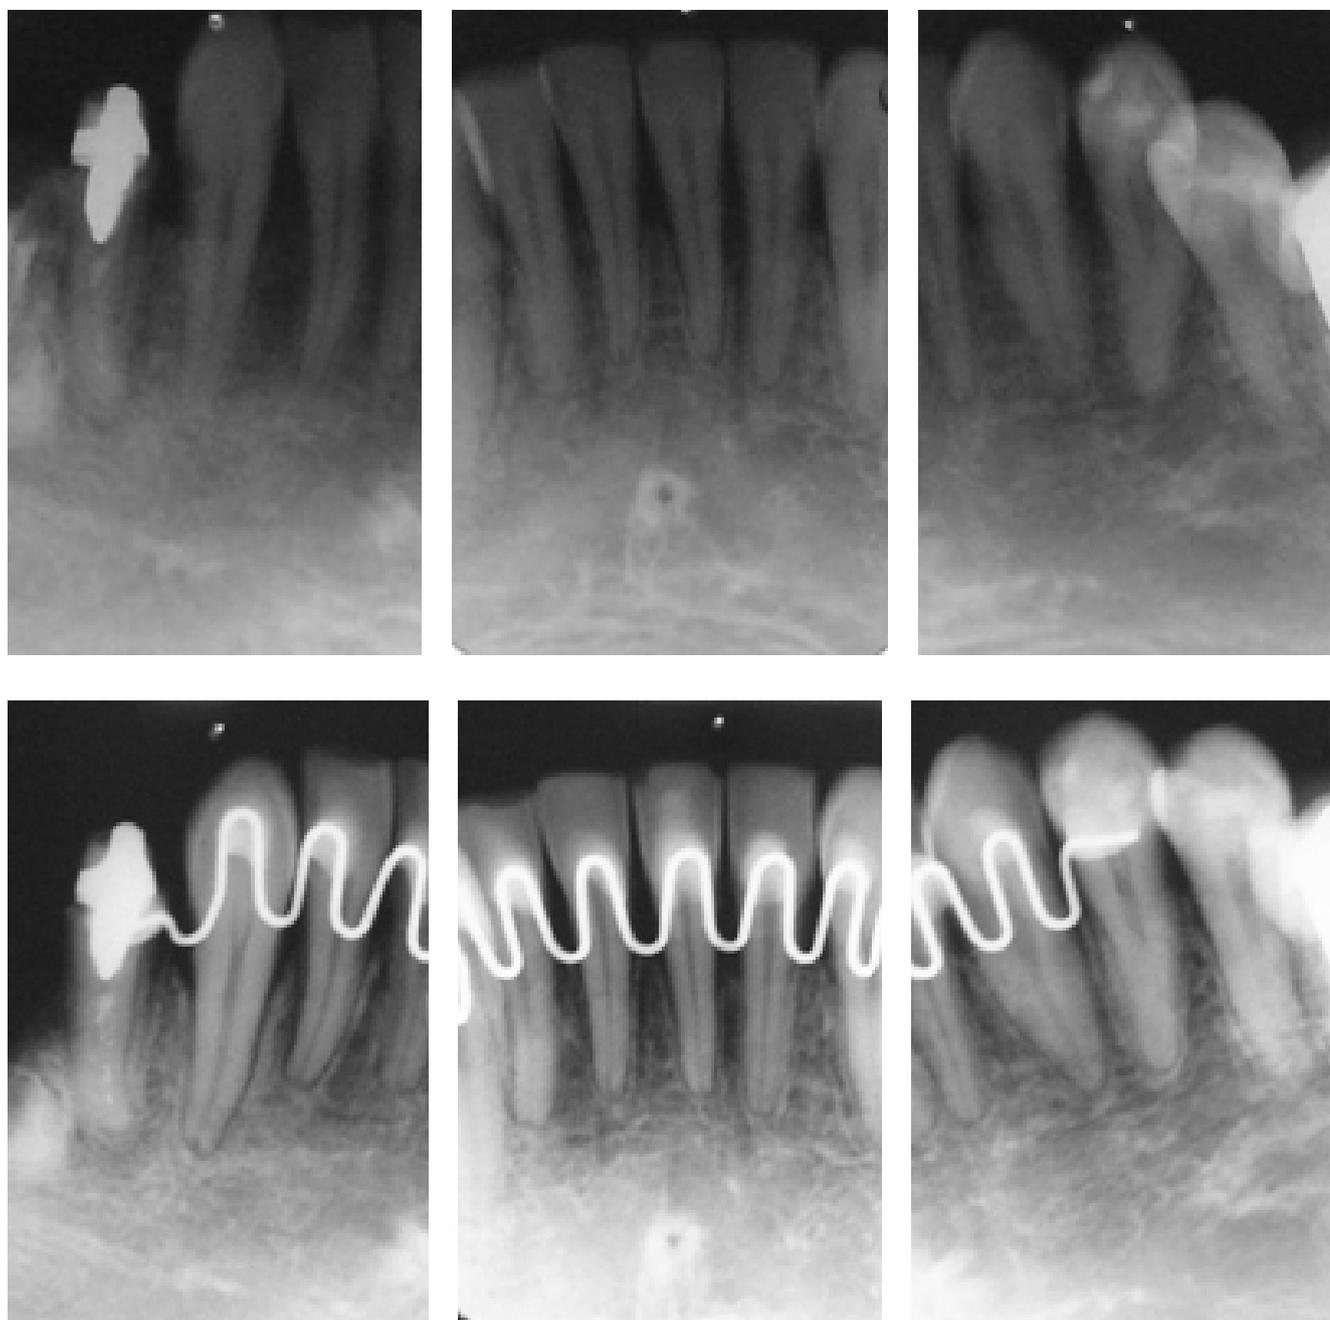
Radiografias periapicais ilustrando reabsorção radicular leve. Incisivos inferiores (A, B, C) antes e (D, E, F) depois do tratamento ortodôntico.
